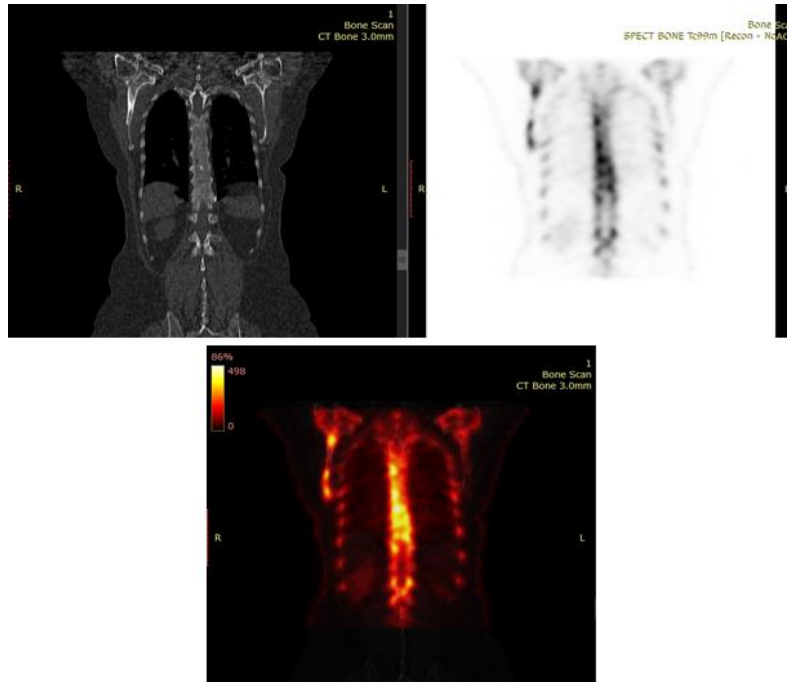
Γυναίκα 47 ετών με καρκίνο του μαστού υποβλήθηκε σε μαστεκτομή. 20 χρόνια μετά, στον ετήσιο έλεγχο, ο νεοπλασματικός δείκτης CA 15-3 επταπλασιάστηκε (140U/mL, φυσιολογική τιμή < 25U/mL), ενώ η ασθενής ανέφερε και διάχυτα οστικά άλγη. Ξεκίνησε νέος απεικονιστικός έλεγχος και τόσο κατά την ολόσωμη απεικόνιση (WBSc) όσο και κατά την τομογραφική μελέτη (SPECT/CT) παρατηρήθηκαν πολλαπλές εστίες αυξημένης καθήλωσης του ραδιοφαρμάκου στο κρανίο, σε μερικούς εκ των σπονδύλων, στις πλευρές και στην πύελο. Εικόνα ως επί δευτεροπαθών εντοπίσεων. (Ευγενική παραχώρηση από το αρχείο του Πυρηνικού Ιατρού και Διευθυντή ΕΣΥ, τμήματος Πυρηνικής Ιατρικής του Π.Γ.Ν. «Αττικόν» κ. Αρμενιάκου Ιωάννη)
